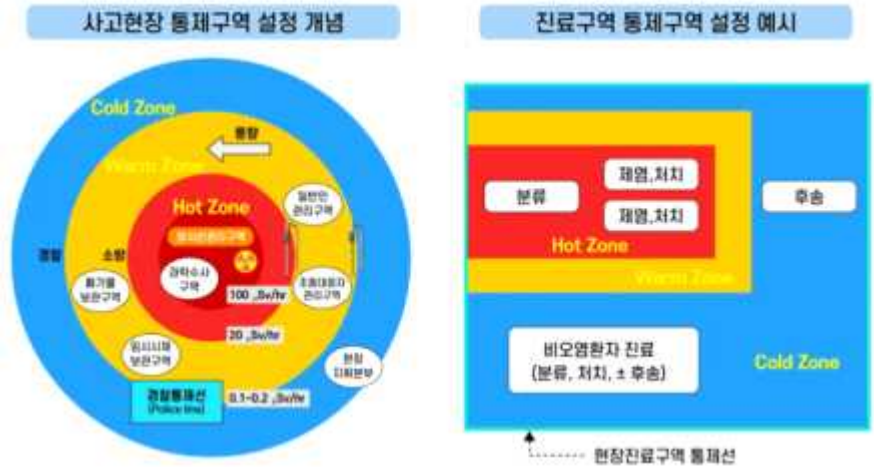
통제구역 설정 예시(한국원자력의학원 국가방사선비상진료센터)
